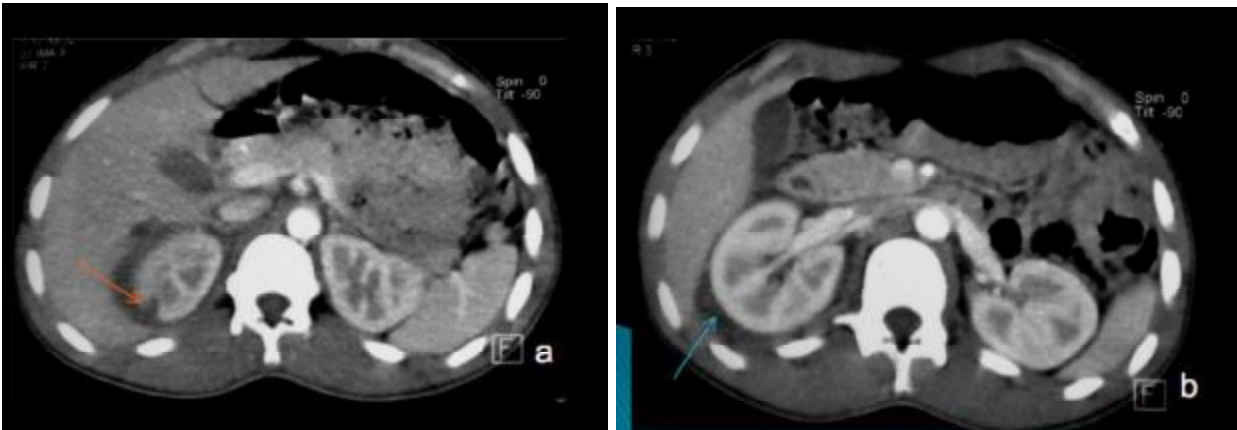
TDM abdominale en coupes axiales après injection du PC au temps artériel (a,b) [90].
